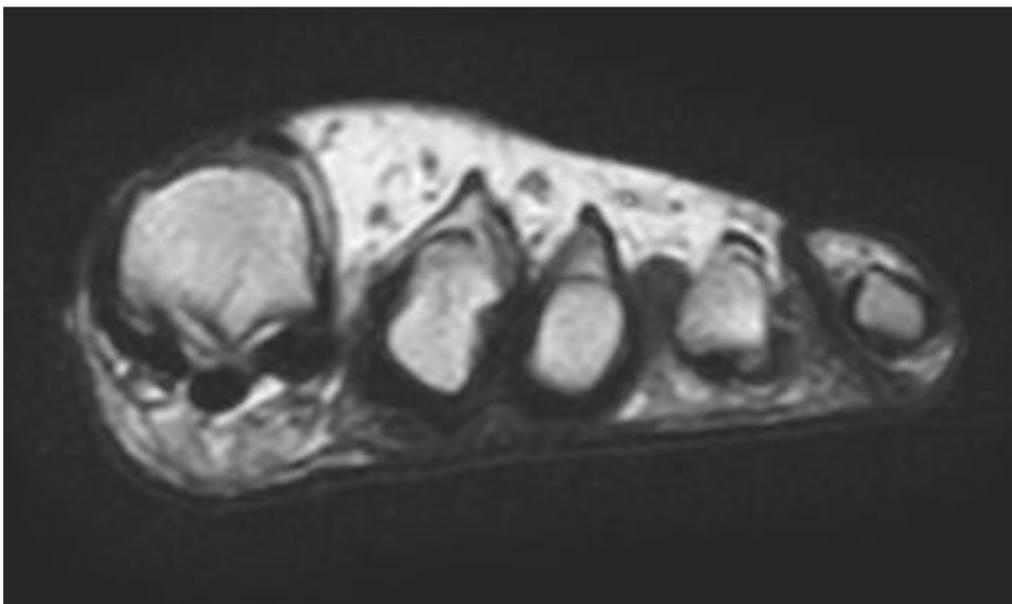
Imagen de RM correspondiente a una secuencia potenciada en densidad protónica en plano coronal del mismo paciente. Se observa que la lesión protruye discretamente hacia el dorso del pie.
